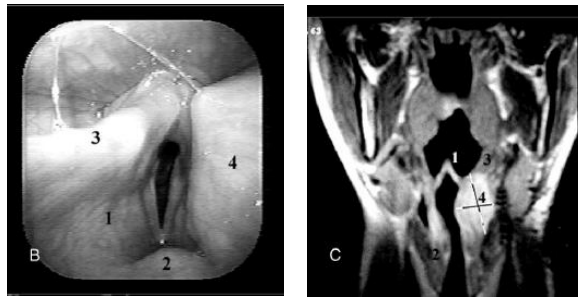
Schwannoma maligno. (B) glotis vista endoscópica: (1) banda ventricular derecha, (2) petiolus, (3) pliegues ariepiglóticos derecho, (4) banda ventricular izquierda (neoplasia). (C) TAC con reconstrucción coronal: (1) epiglotis, (2) cuerdas vocales, (3) pliegue faringoepiglótico, (4) neoplasia.
